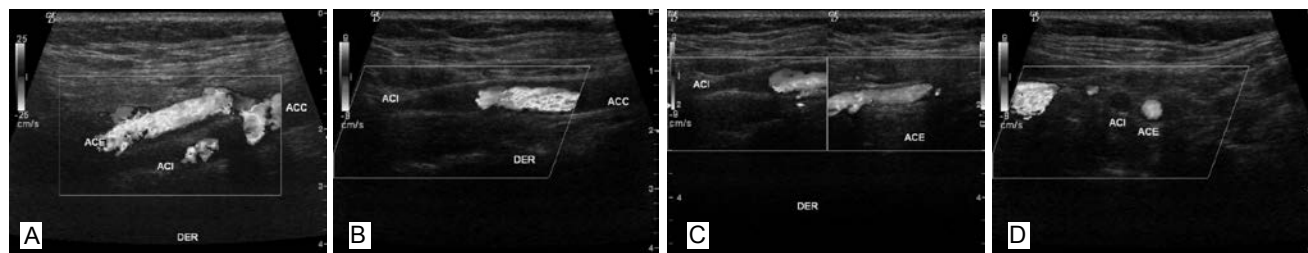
Obstrucción carotídea crítica: (a) Doppler carotídeo, bifurcación carotídea; arteria carótida externa normal; (b) proyección sagital, obstrucción de la arteria carótida interna. (c) y (d) Doppler carotídeo, proyección sagital y axial comparando carótidas interna y externa; obstrucción de la arteria carótida interna.
